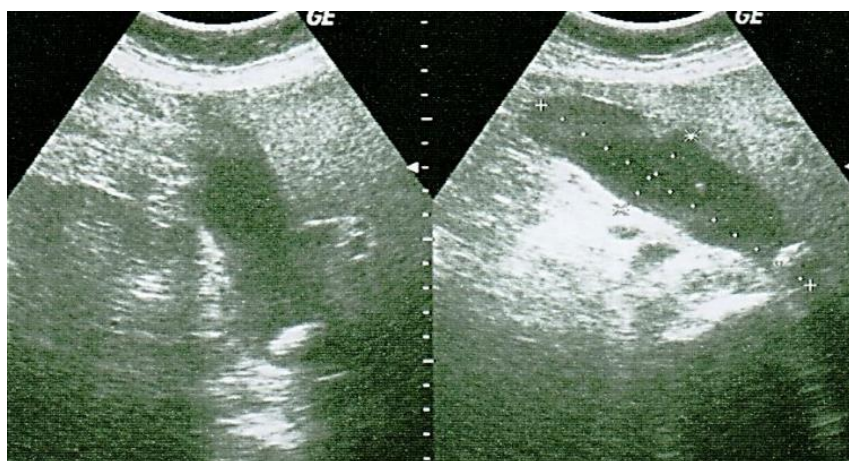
УЗИ острый калькулезный холецистит. Утолщение стенок с наличием жидкости в перипузырном пространстве и камней в просвете желчного пузыря
